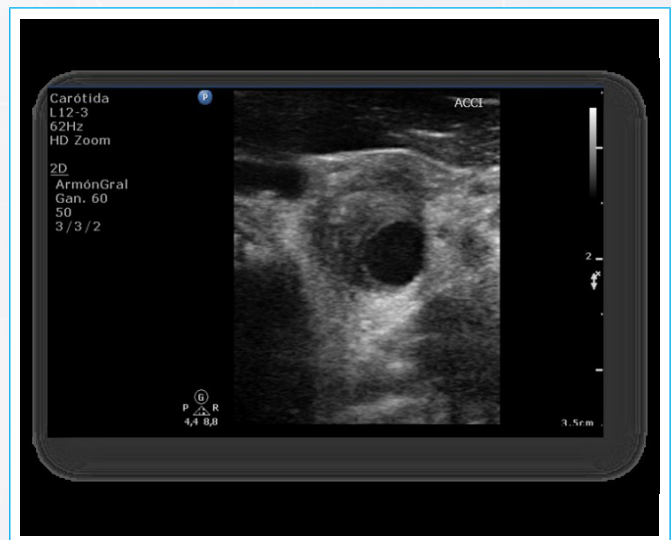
Doppler Arterial de Vasos de cuello: Se observó a nivel del tercio medio de carótida primitiva izquierda imagen hipocogénica heterogénea que rodea al vaso en forma de semiluna por fuera de la capa íntima compatible con hematoma intramural; el análisis de la onda espectral mostró un flujo anterógrado laminar con velocidades dentro de límites normales.
